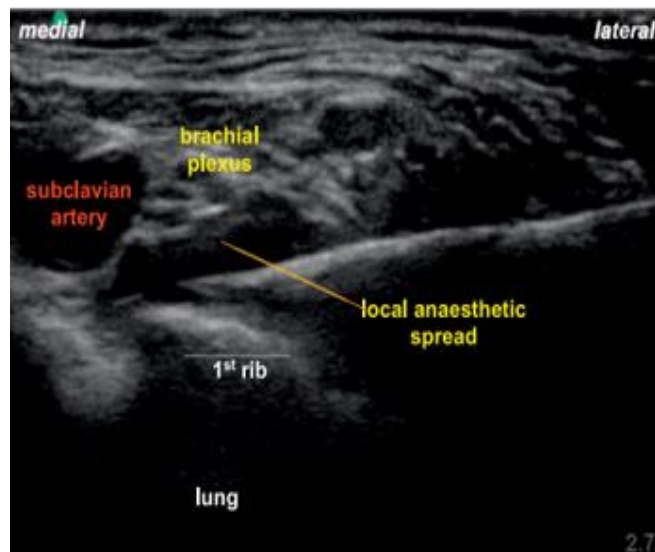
ultrasonido demostrando el abordaje de la aguja en plano, la punta de la aguja está localizada entre la primera costilla y la arteria subclavia.
